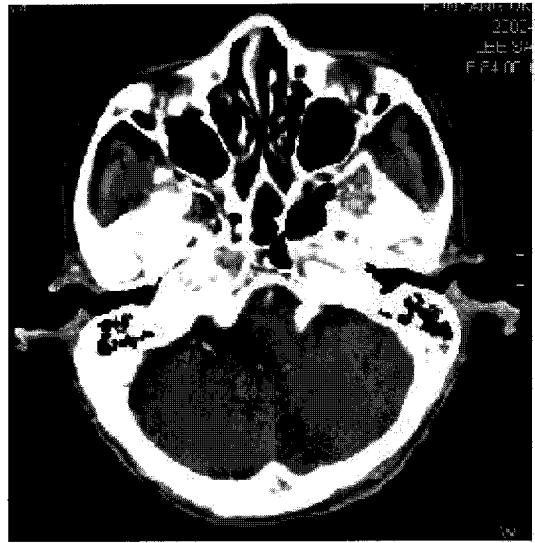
PNS CT shows normal finding.
